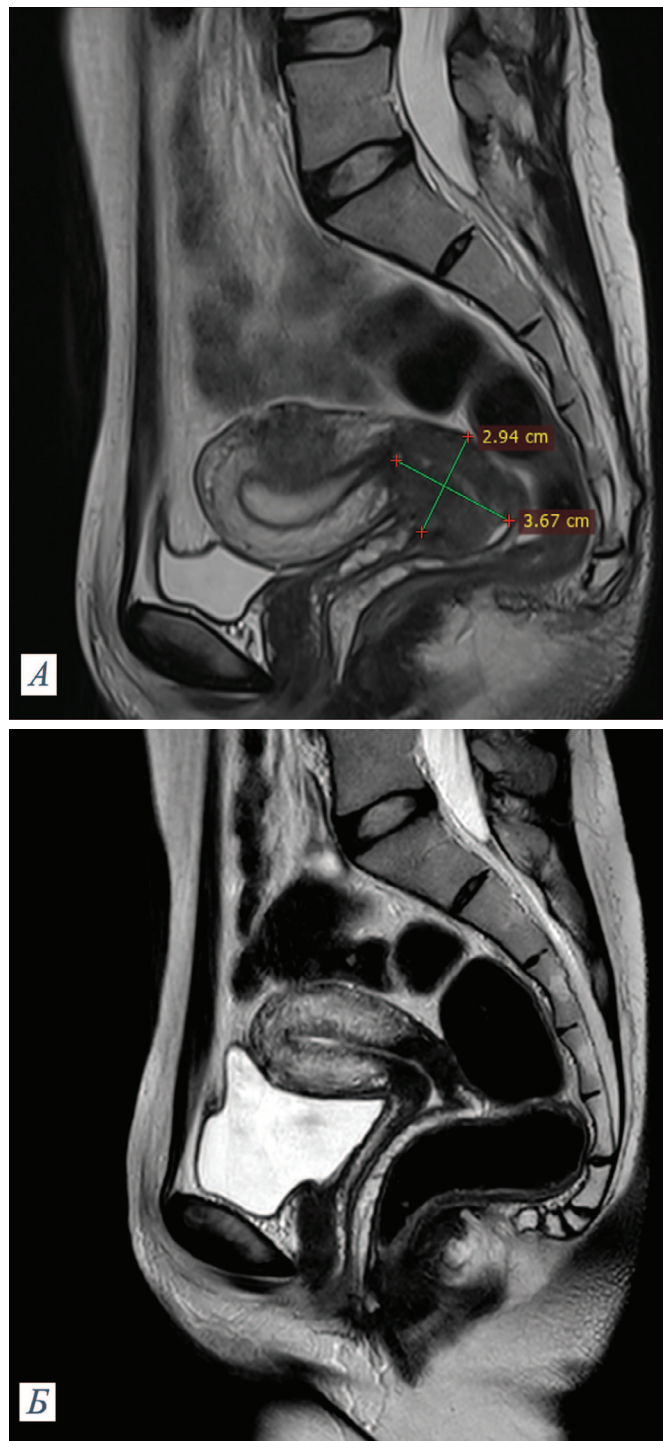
Магнитно-резонансные томограммы малого таза с внутривенным контрастированием пациентки В. (сагиттальный срез): А – до химиотерапии; Б – после химиотерапии
